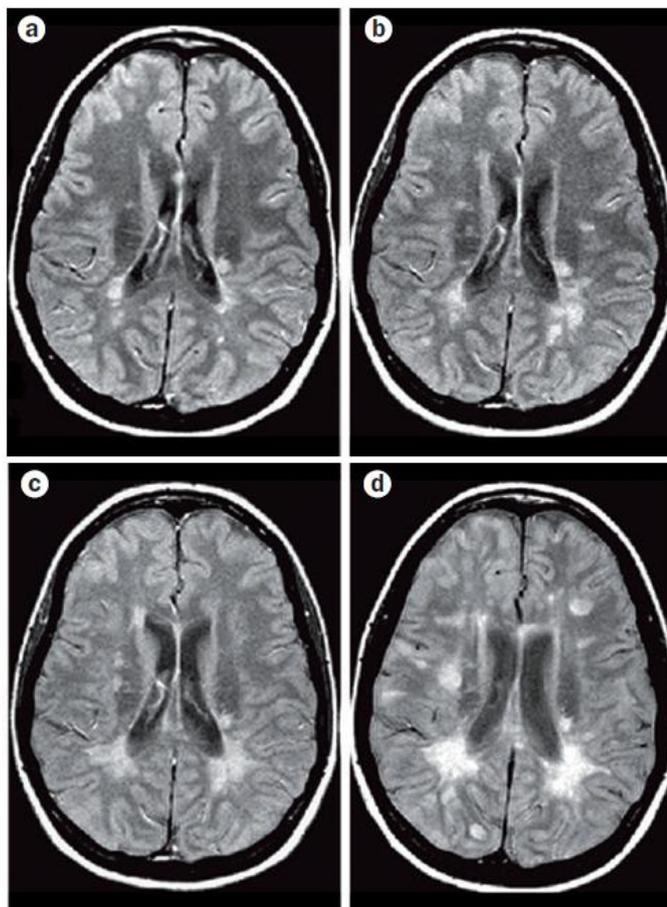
Diseminación en tiempo y espacio de las lesiones confirmada por RMN. (Modificado de Wattjes MP, et al. 2015.)
